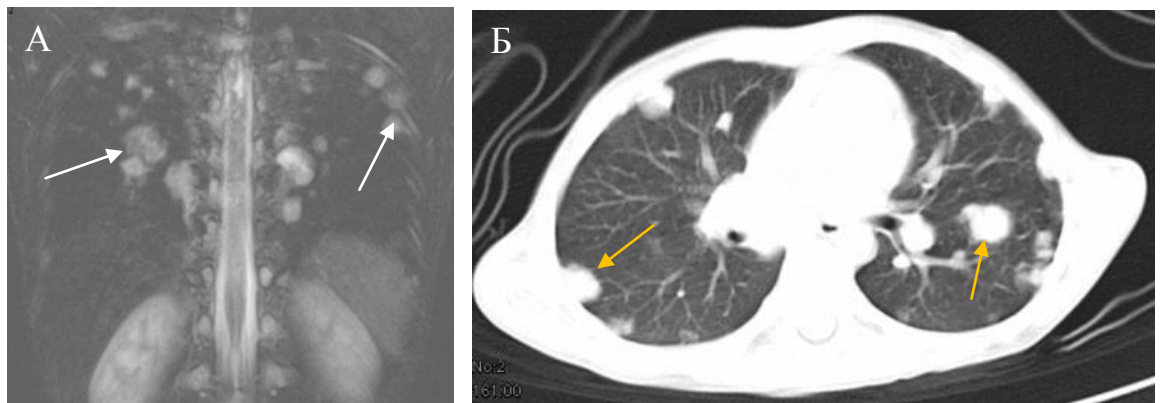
Альвеолярная РМС. Девочка 7 лет. А — Фрагмент МРТ-ВТ, МР. В легких с обеих сторон определяются множественные образования (стрелки) различного размера повышенного МР-сигнала на фоне «темной» легочной ткани. Б — РКТ той же больной, легочное окно. В обоих легких визуализируются округлые очаги и фокусы уплотнения легочной ткани — метастазы (стрелки)
